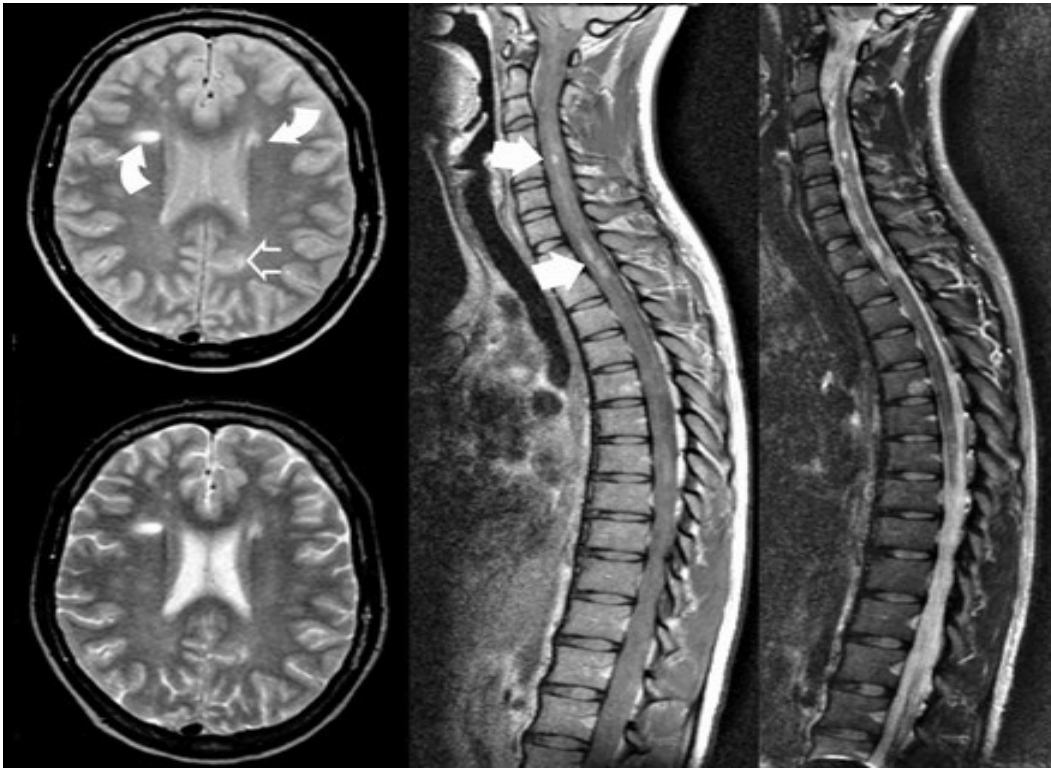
MRT einer 29 Jahre alten MS Patientin, transversale Aufnahme des Schädels und sagittale Aufnahme der Wirbelsäule, T2 gewichtet aus (18)
